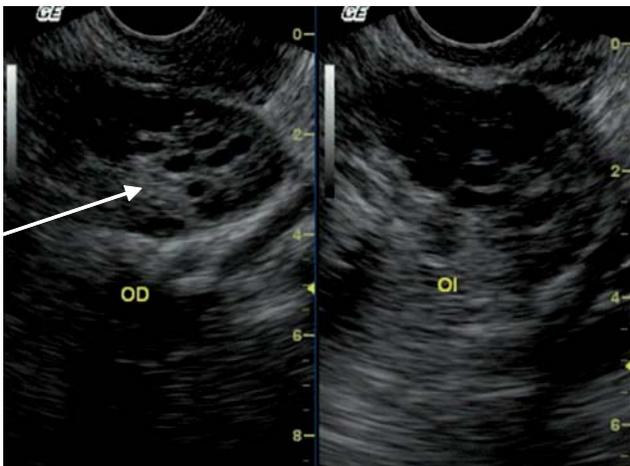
Imagen de ultrasonido transvaginal donde se evidencia la presencia de múltiples folículos (flecha).
